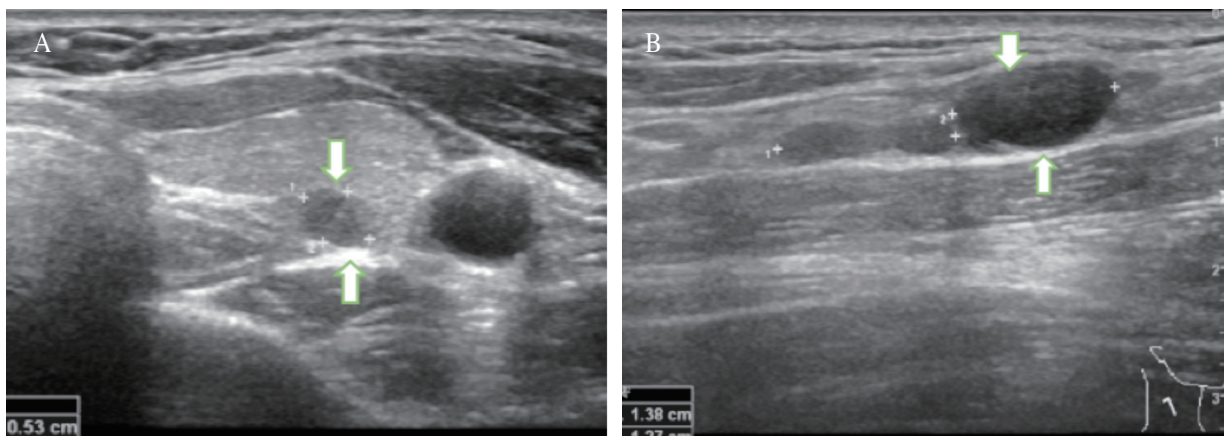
(A) Thyroid sonography (transverse view) shows 5.4 \times 3.8 mm sized hypoechoic lesion in the left lower lobe of thyroid gland. (B) Thyroid sonography shows about 13 mm sized enlarged lymph node in right mid-jugular area.
